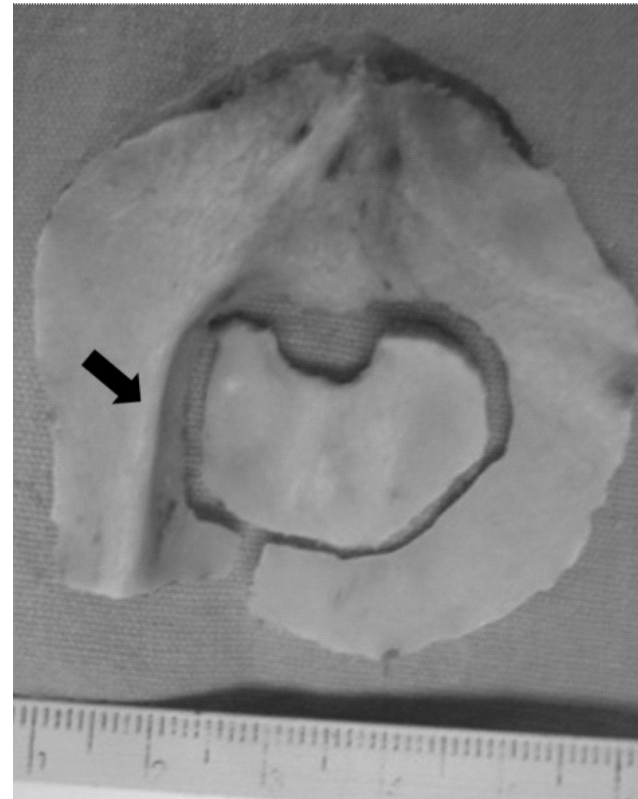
Caso 3 A a G. Paciente masculino, de 5 años de edad, que tuvo un meduloblastoma y caso 6 H a K. Tomografía craneal, sagital A. El abordaje quirúrgico realizado al usar la craneotomía suboccipital concéntrica media y se exponen trépano y craneotomía inicial apenas inferior al inion B. Exposición completa del abordaje óseo por arriba de los senos venosos laterales y tórcula C. Mediante las dos craneotomías y una dimensión de 3.5x2.2 y 6.2x5.2 cm, colgajo óseo vista exocraneal D y endocraneal E. Además de apertura del borde posterior del foramen magno (flecha), la recolocación de los colgajos óseos al borde de la craneotomía F. E imagen de la reconstrucción ósea suboccipital por TC, topograma G. En nivel del foramen magno H. Escama del hueso occipital I. En formato tridimensional exocraneal J y endocraneal K.
